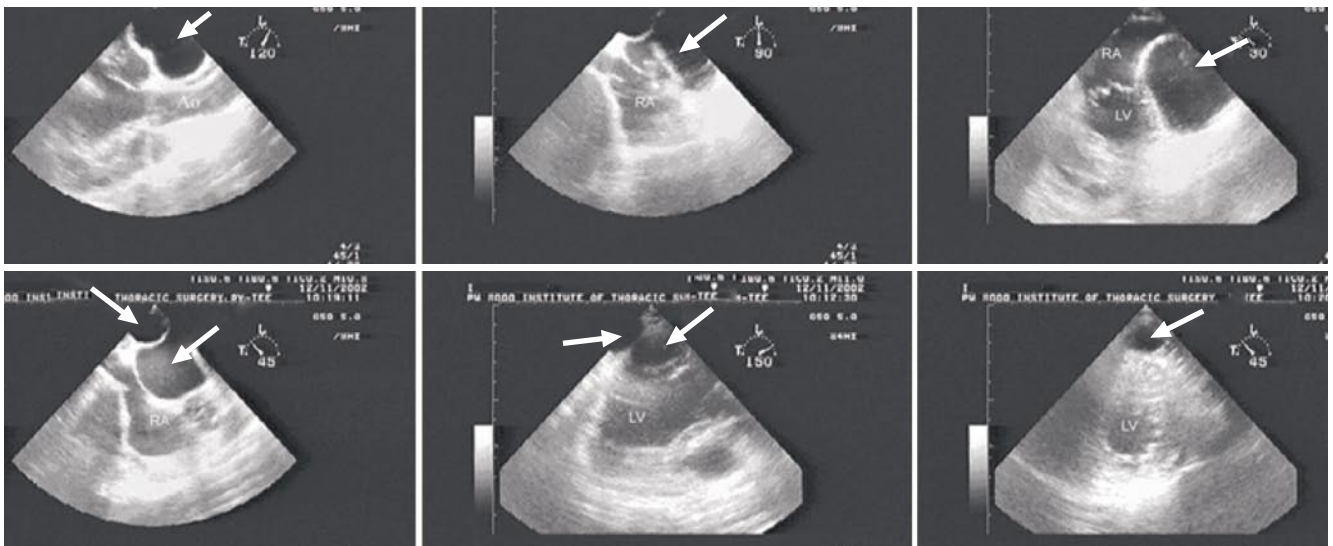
Intraoperative oesophageal Echocardiography: multiple echinococcal cysts of the heart (indicated by arrows).
